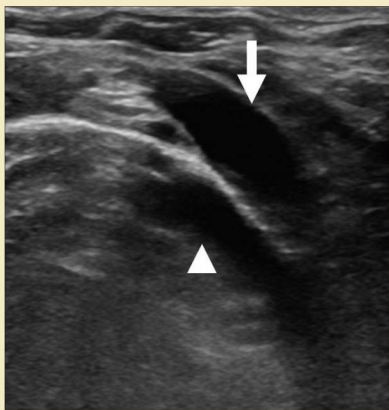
Ecografía transversal del cuello con angulación caudal de la sonda. La vena yugular interna (flecha), en la confluencia con la vena subclavia, se aprecia en posición anterior a la arteria subclavia (punta de flecha).
